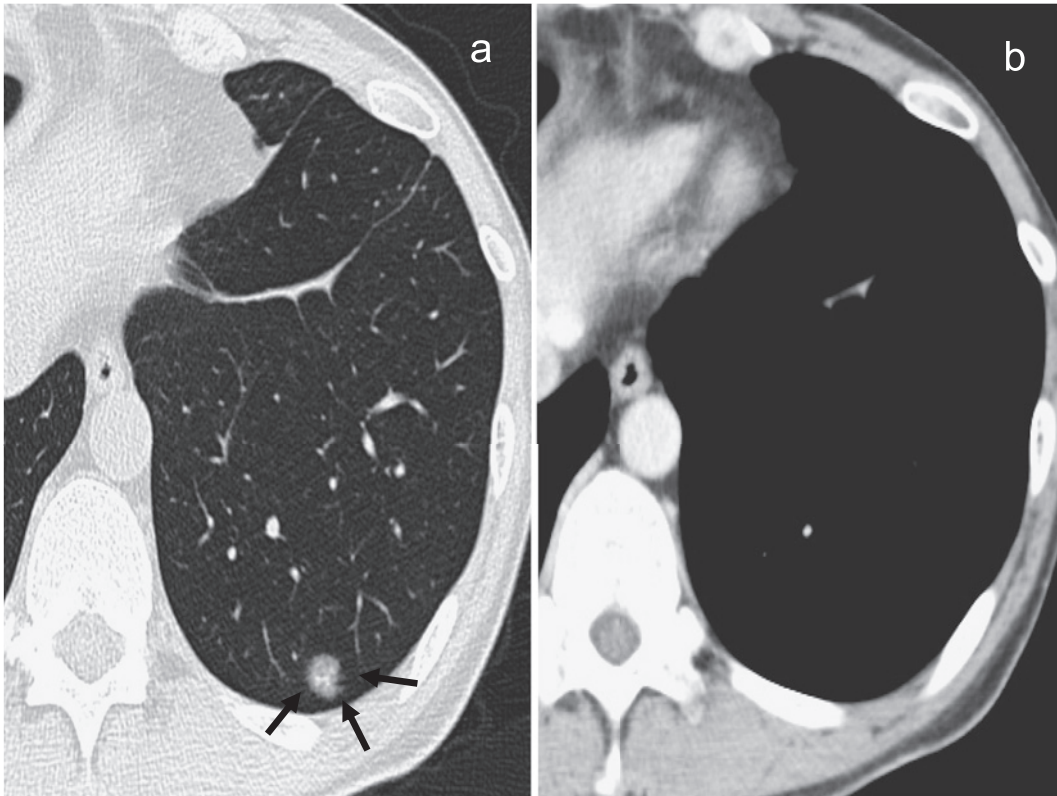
a: Chest high-resolution computed tomography (HR-CT) shows a small nodule measuring 12×11 mm, on the S⁹b. b: Chest HR-CT does not show a nodule in the mediastinal view.
